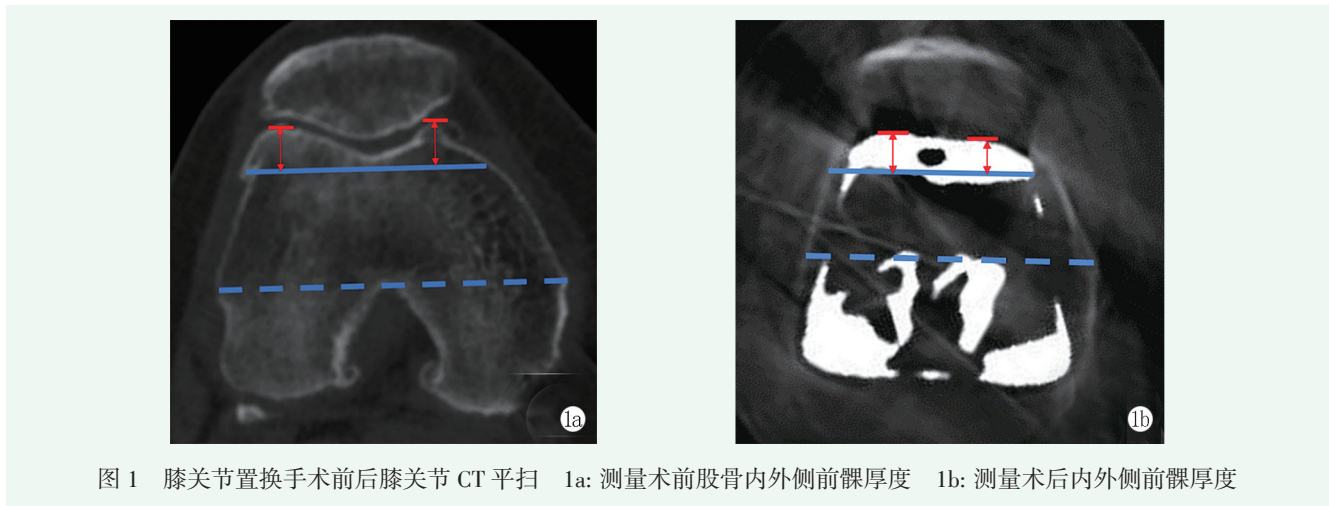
膝关节置换手术前后膝关节 CT 平扫 1a: 测量术前股骨内外侧前髁厚度 1b: 测量术后内外侧前髁厚度
